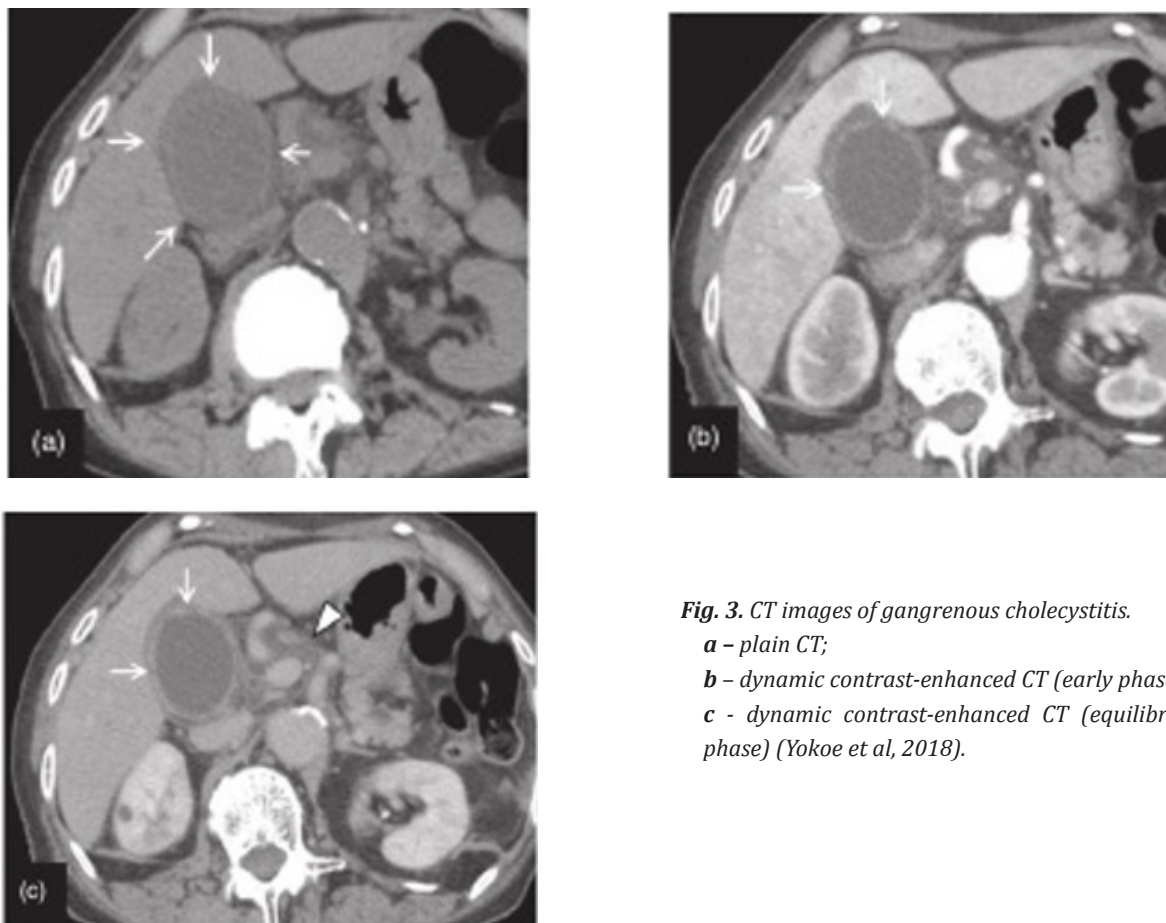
CT images of gangrenous cholecystitis.
